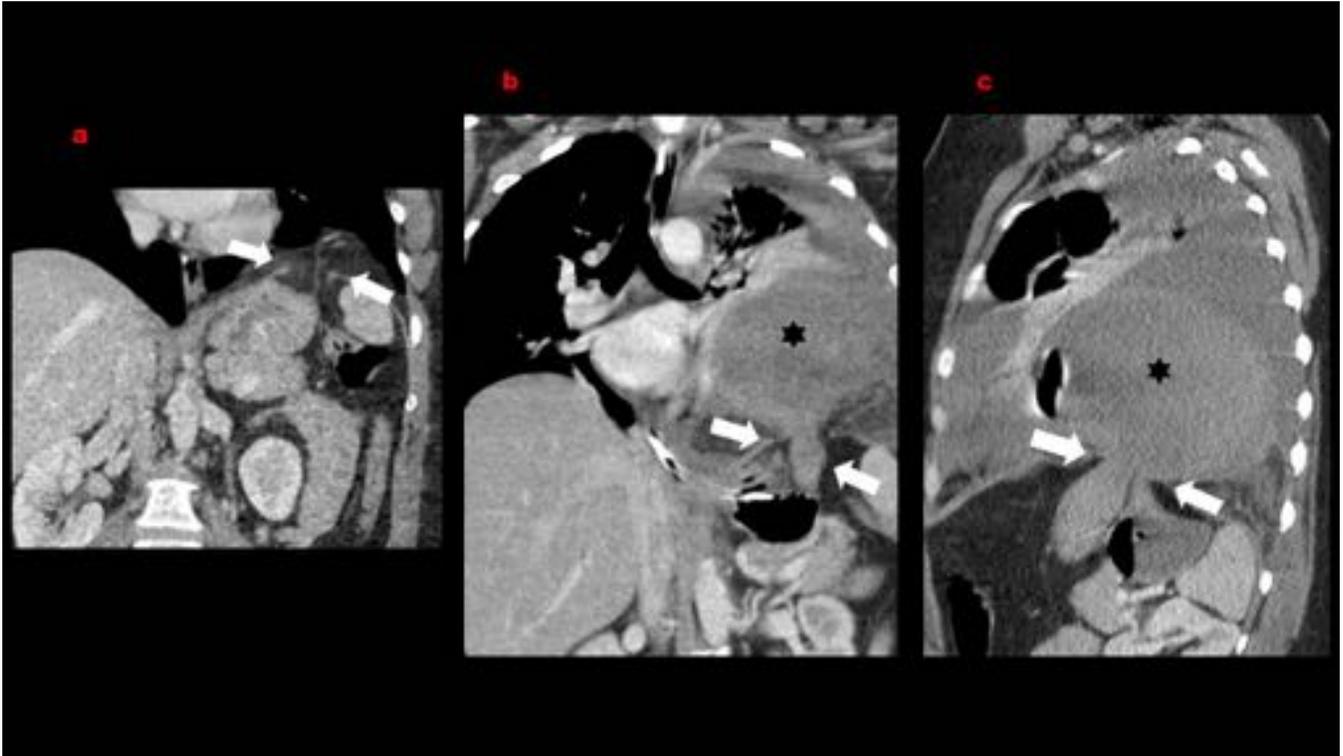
Mujer de 45 años. Suprarrenalectomía izquierda por lesión quística suprarrenal. Días después, la paciente refiere molestias inespecíficas. En primera TC reciente postcirugía (a), mínima hernia diafragmática que pasó desapercibida. Meses después, acude a urgencias por dolor y vómitos: en una nueva TC (b, coronal y c, sagital): hernia diafragmática, con estómago intratorácico con incarceration e isquemia y gran hematoma (asterisco) en la grasa omental herniada.
